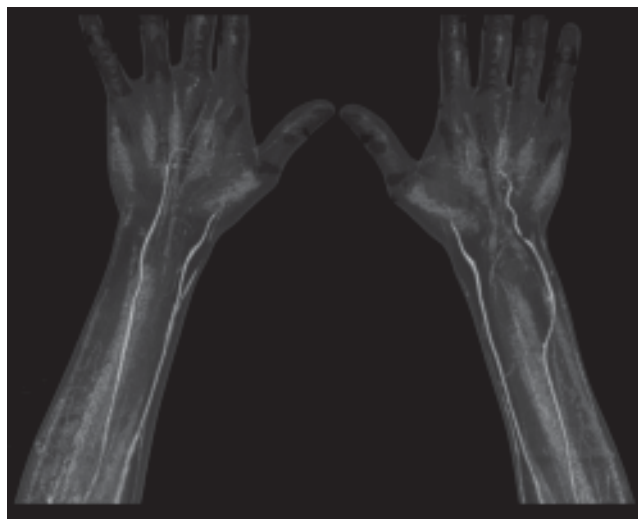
Angiotomografía donde se observa desplazamiento medial de la arteria cubital.
